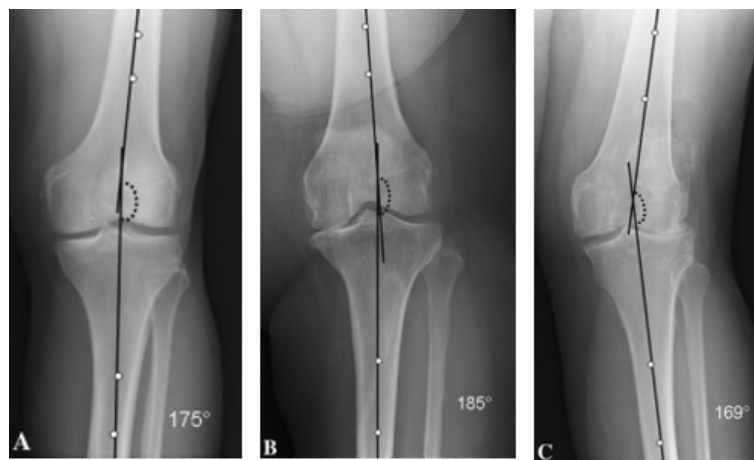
Le radiografie AP del ginocchio mostrano l'allineamento femoro-tibiale (A) normale, (B) varo e (C) valgo. Tratta da Kamath, A. F., Israelite, C., Horneff, J., & Lotke, P. A. (2010). Editorial: What is varus or valgus knee alignment?: a call for a uniform radiographic classification. *Clinical orthopaedics and related research*, 468(6), 1702-1704.
